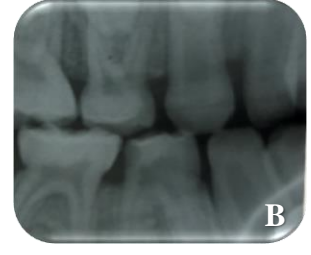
A. ART yöntemi uygulanacak sol alt birinci süt azı dişinin başlangıç ağız içi görüntüsü, B. ART yöntemi uygulanacak sol alt birinci süt azı dişinin başlangıç bite-wing radyografisi
